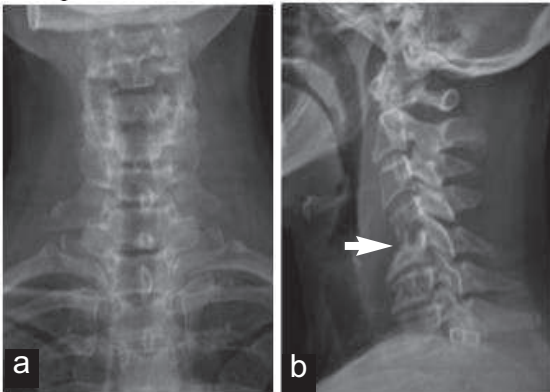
Radiographie standard de face du rachis cervical (a) du patient : pas de signes radiologiques particuliers. Radiographie standard du rachis cervical de profil (b) : Erosion centrale du corps de C5 et un tassement vertébral de C4.
